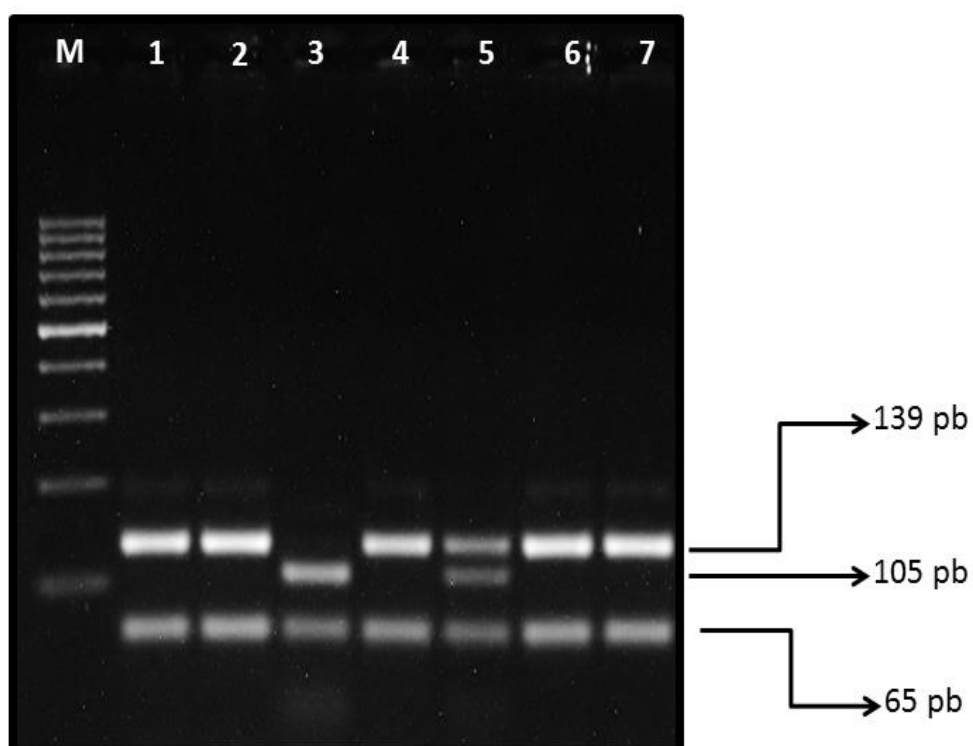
Perfil eletroforético do fragmento de 204 pb da substituição *C314T* do gene *FUT3*, clivado com a enzima de restrição *Nla* III e avaliado por eletroforese em gel de agarose à 2%. M indica o marcador de 100 pb; as amostras 1, 2, 4, 6 e 7 são do genótipo CC; a amostra 3 é do genótipo TT e a amostra 05 do genótipo CT.
